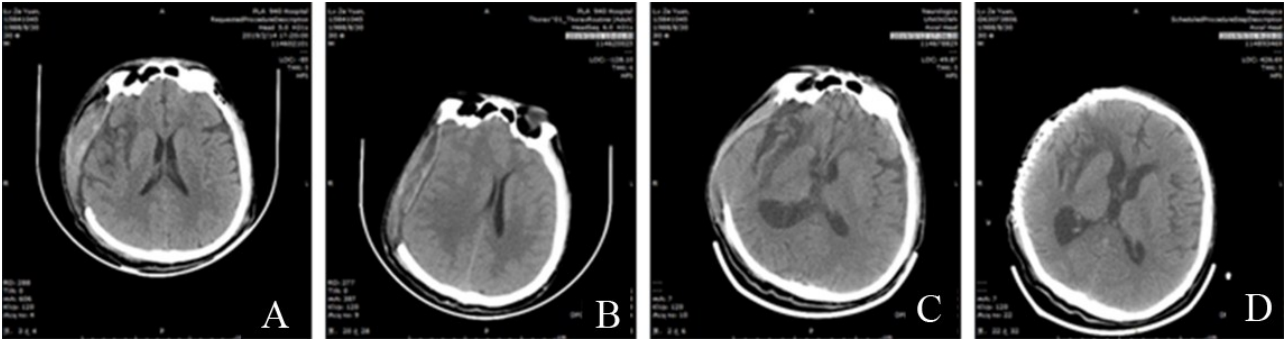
颅脑损伤去骨瓣减压术后发生反常性脑疝治疗前后颅脑CT
